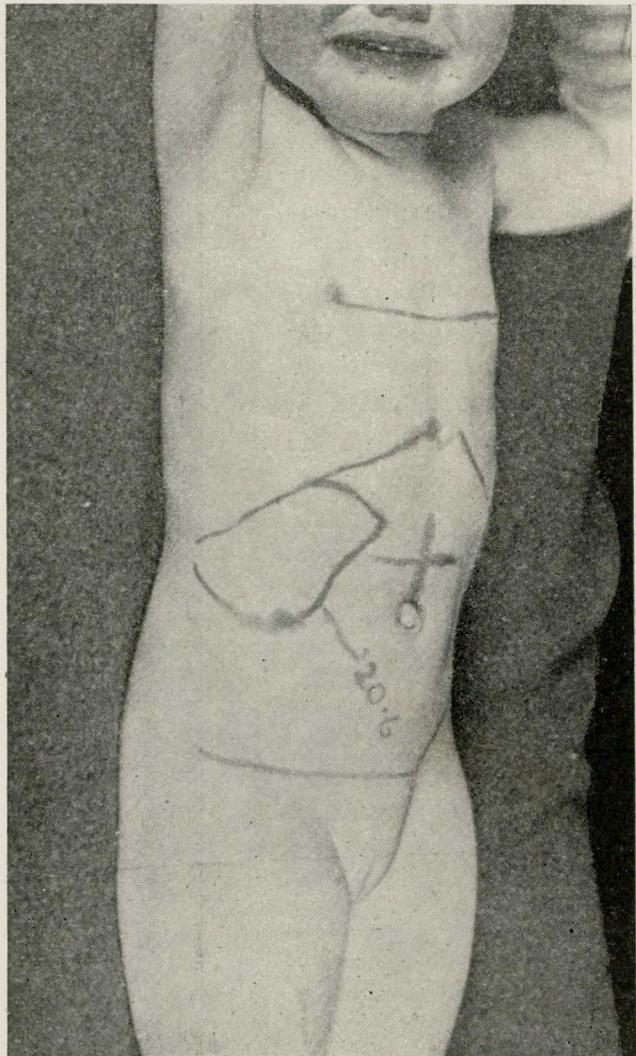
(b) — Mesmo caso de figura 6 (a). Tumor delineado após 4 semanas de tratamento pelos banhos de roentgenterapia
